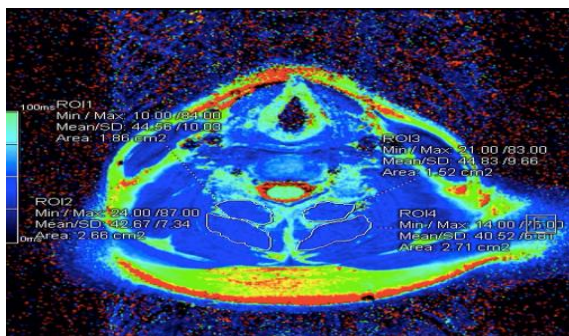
a. MRI results before exercise.
